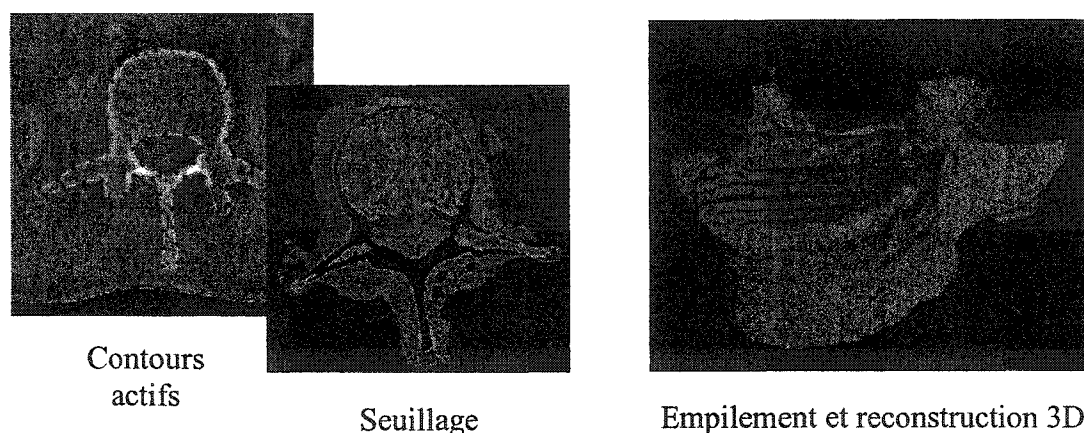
Segmentation et reconstruction tomographique d'une vertèbre
